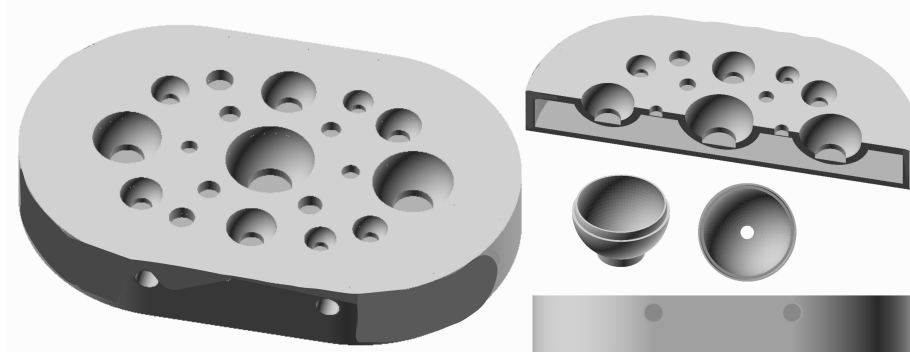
Diseño del fantoma de esferas para calibración y garantía de calidad PET. Los diámetros de las esferas decrecen paulatinamente desde un diámetro de 5 cm hasta un diámetro de 3 mm, que es del orden de la resolución del tomógrafo híbrido PET/CT de INTECNUS.
